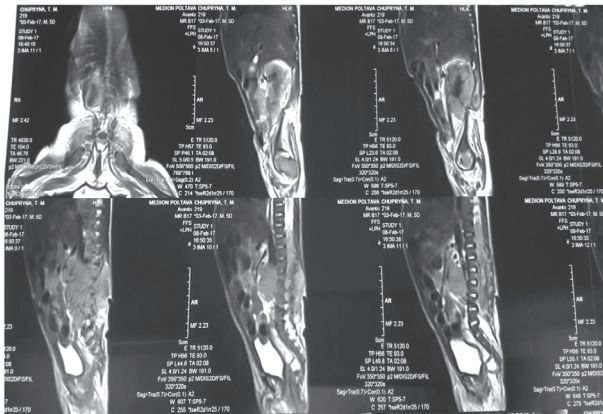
МРТ попереково-крижового відділу дитини Ч.
